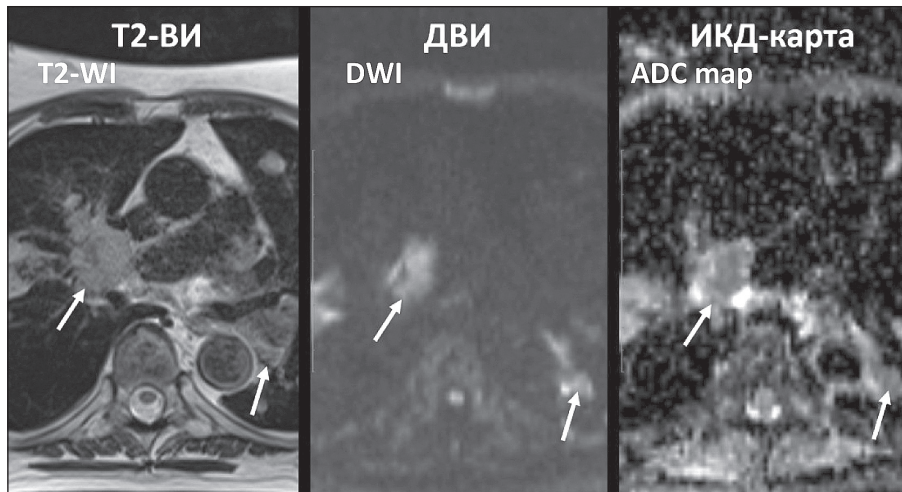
МР-томограммы средостения пациента с неходжкинской лимфомой с поражением легких и медиастинальных лимфоузлов. ЛУ (обозначены стрелками) имеют высокий сигнал на ДВИ и низкий сигнал на ИКД-карте вследствие ограничения диффузии, ИКД – $1,02 \times 10^{-3} \text{ мм}^2/\text{с}$
